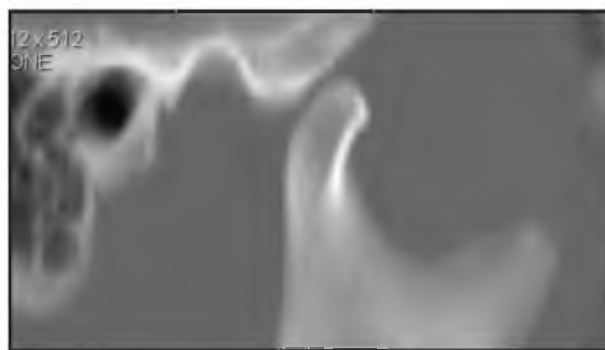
СКТ правого ВНЧС. Блок внутрисуставного диска
